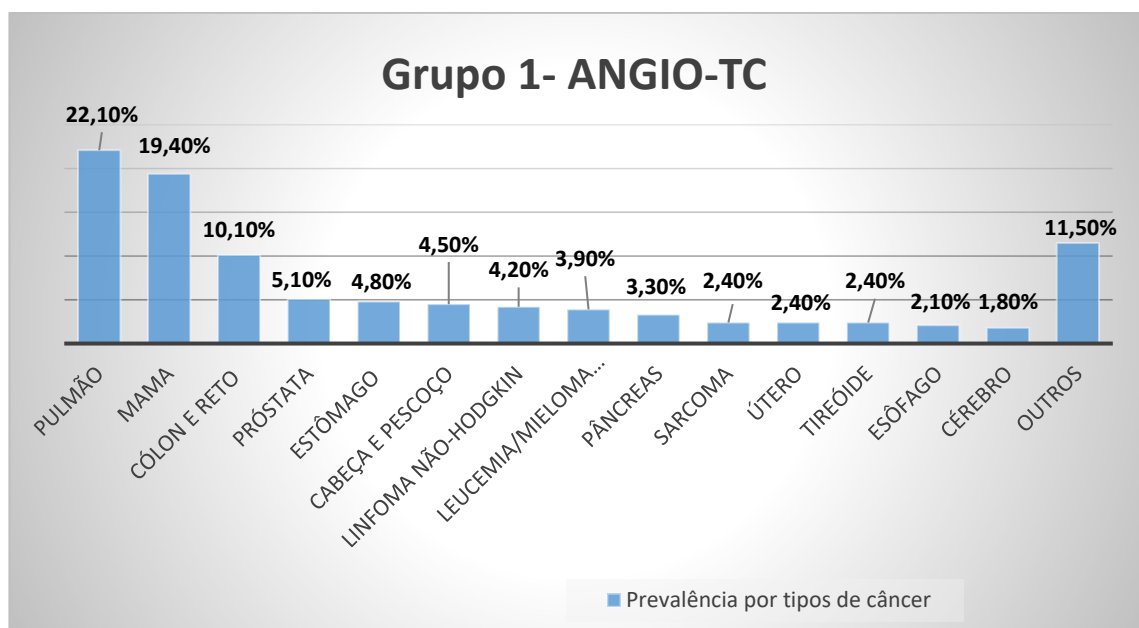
Prevalência dos tipos de câncer nos pacientes que realizaram o exame de ANGIO-TC de tórax.
